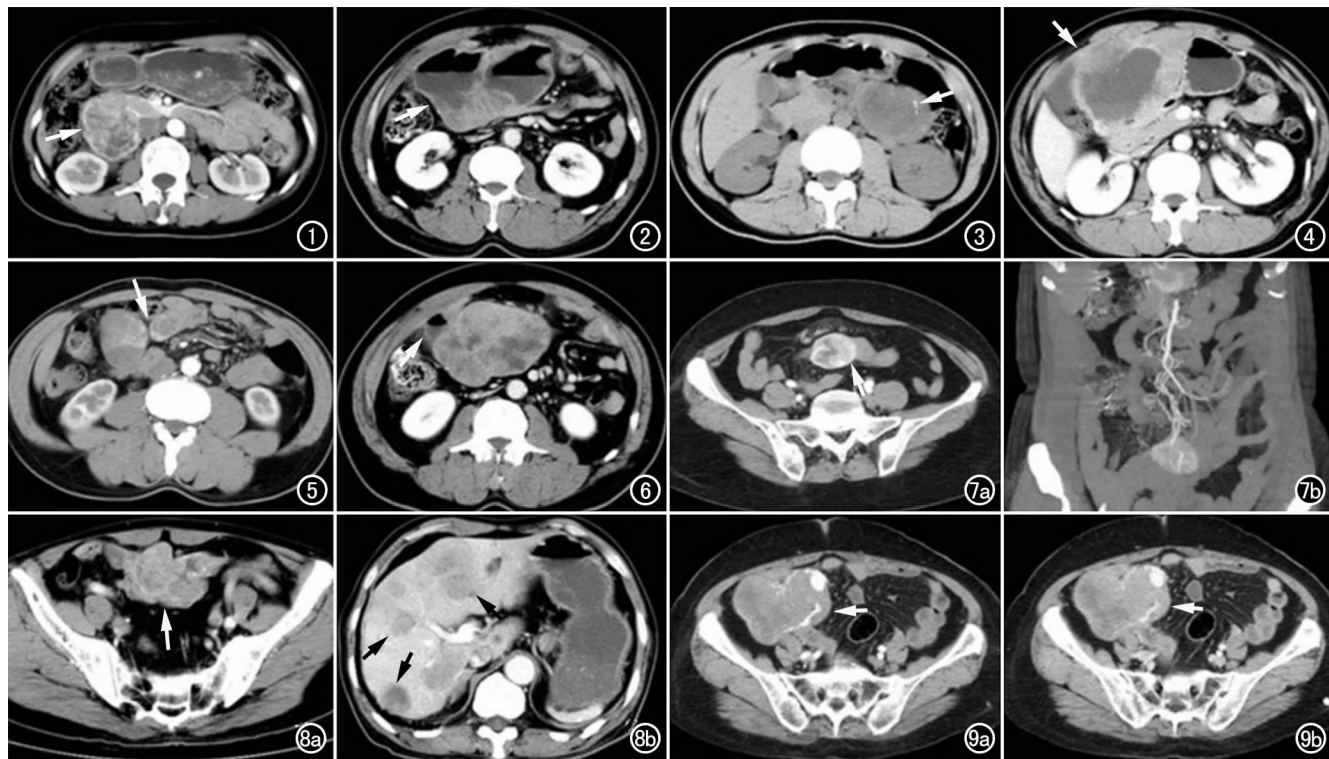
十二指肠中度危险性间质瘤,CT 增强动脉期示肿瘤形态不规则(箭),内可见分隔样明显强化。图 2 空肠高度危险性间质瘤,CT 增强静脉期示肿瘤巨大(箭),瘤内见溃疡形成,并可见液平面。图 3 空肠低度危险性间质瘤,CT 平扫示肿瘤内不均匀低密度区(箭),其内有斑点状钙化灶。图 4 空肠高度危险性间质瘤,CT 增强静脉期示肿瘤边界模糊(箭)。图 5 空肠低度危险性间质瘤,CT 增强动脉期示多发间质瘤位于相邻肠管(箭)。图 6 空肠中度危险性间质瘤,CT 增强静脉期示肿瘤上方小肠梗阻(箭)。图 7 回肠低度危险性间质瘤。a) CT 增强动脉期示肿瘤形态呈类椭圆形不均匀强化(箭),其内有血管样强化; b) MIP 图示肠系膜及血管扭转及引流的肠系膜下动脉。图 8 回肠高度危险性间质瘤。a) CT 增强动脉期示肿瘤形态明显不规则(箭),强化不均匀,其内有分隔样强化; b) CT 增强动脉期示肝脏内多发转移瘤(箭)。图 9 回肠中度危险性间质瘤。a) CT 增强动脉期示肿瘤形态不规则、不均匀强化(箭),其内明显的血管样强化; b) CT 增强静脉期示肿瘤强化程度明显高于动脉期(箭)。
